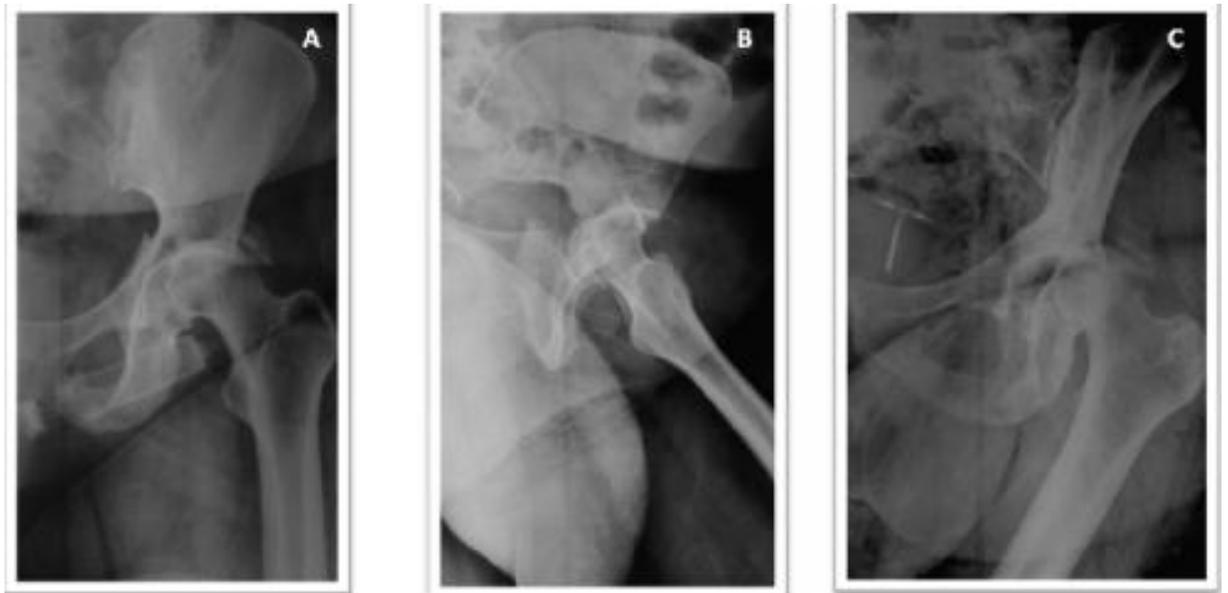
Radiographies standards d'une fracture-luxation d'une hanche gauche: cliché de face(A), $\frac{3}{4}$ alaïre(B), $\frac{3}{4}$ obturateur(C)
